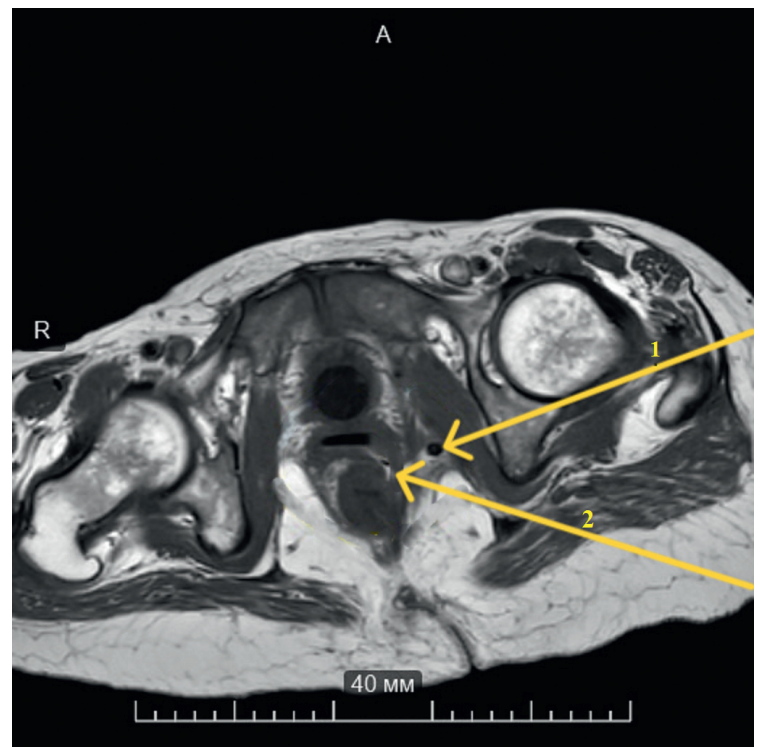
МРТ органов малого таза. Дренирован пельвиоректальный абсцесс (1). Ректовагинальный свищ (2)
